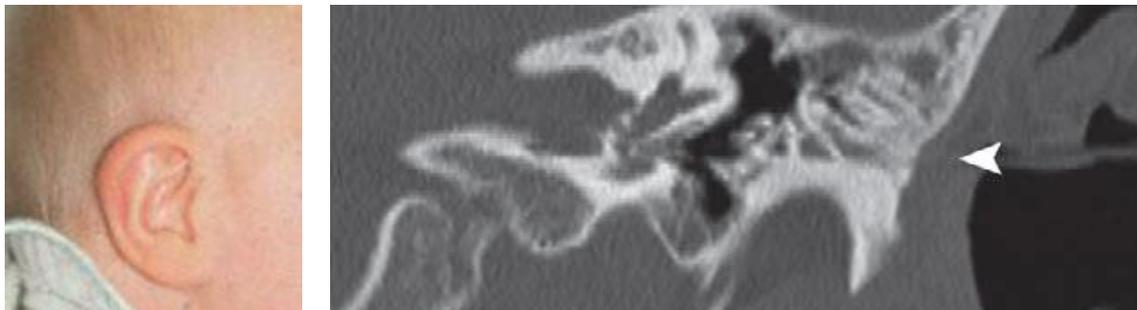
Fotografía de paciente con atresia de conducto auditivo externo, al lado una TAC que lo demuestra.
